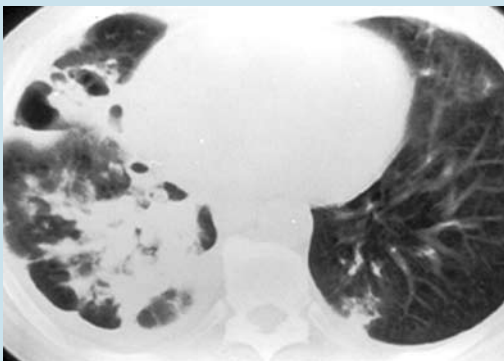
Πνευμονία από αδενοϊό. Άτυπη ακτινολογική εικόνα πνευμονίας (οζώδεις σκιές) σε Α. ακτινογραφία θώρακος και Β. HRCT.
